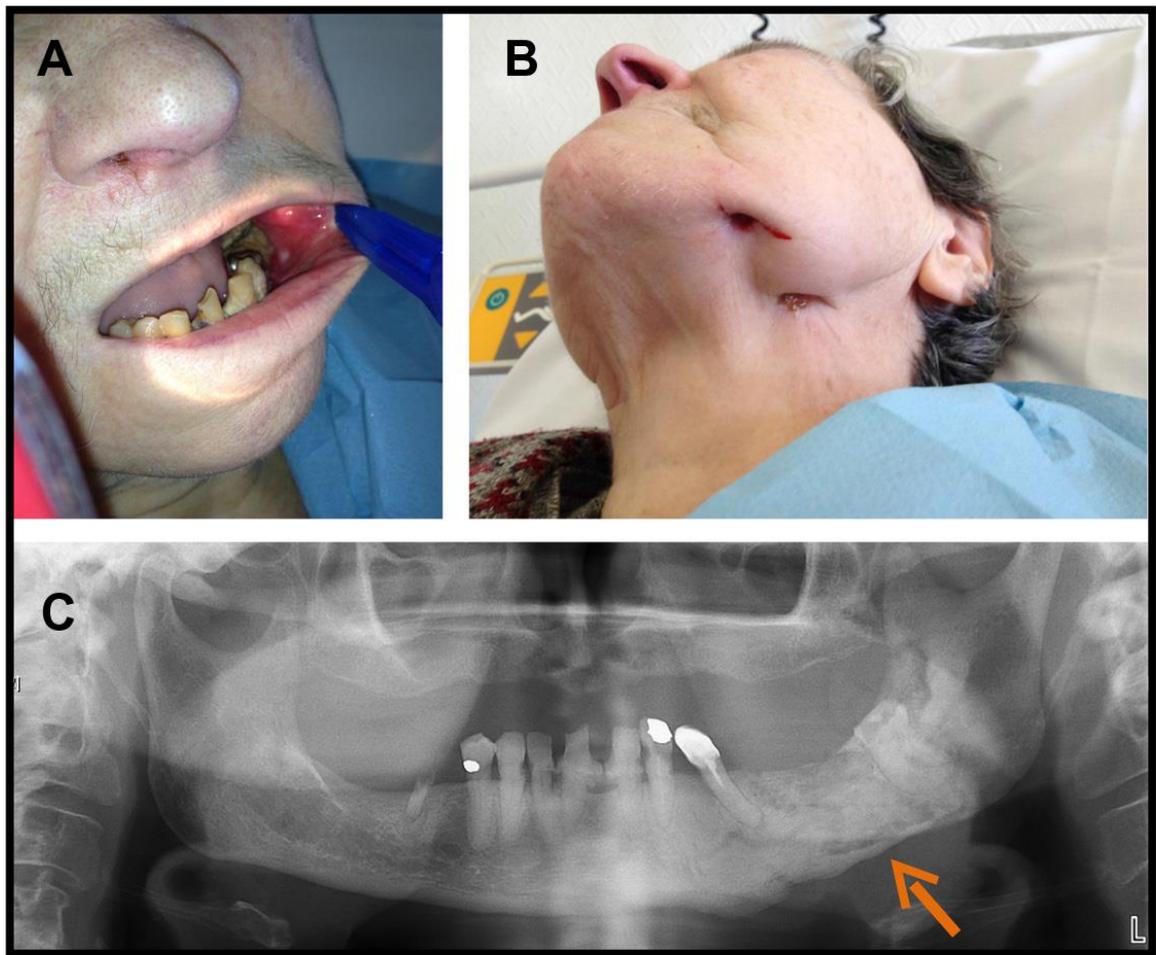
Osteomielitis mandibular con exposición ósea (A) y del tracto sinusal (B) después de la radioterapia mandibular izquierda en un paciente que recibe tratamiento con bifosfonatos a largo plazo. Ortopantomografía muestra radiolucidez en la mandíbula.³²
